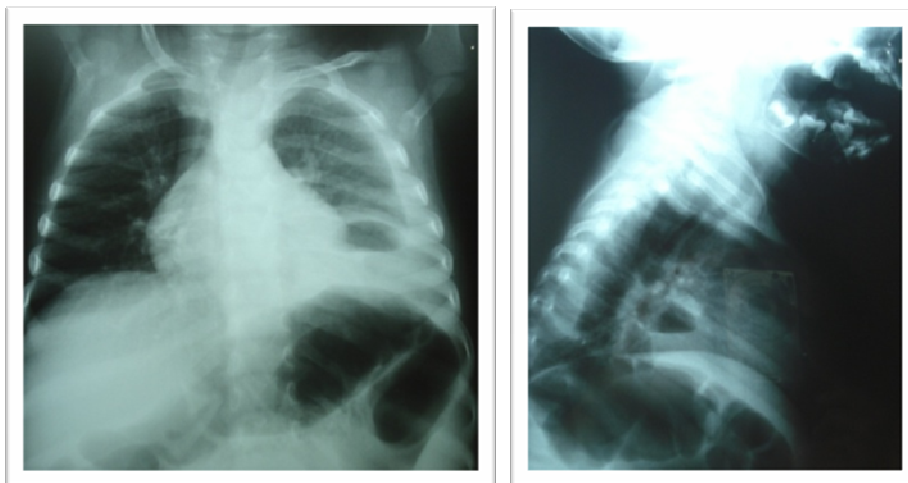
Radiografia torácica frente e perfil de IM, 21 meses de idade, no dia da admissão.
